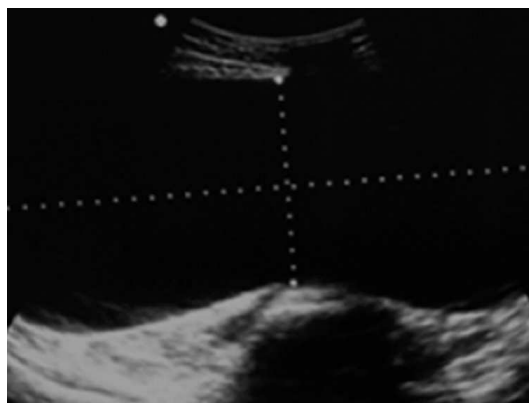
Ecografía abdominal transversal. Se observa una gran formación quística simple de la pared fina que ocupa gran parte del abdomen.
